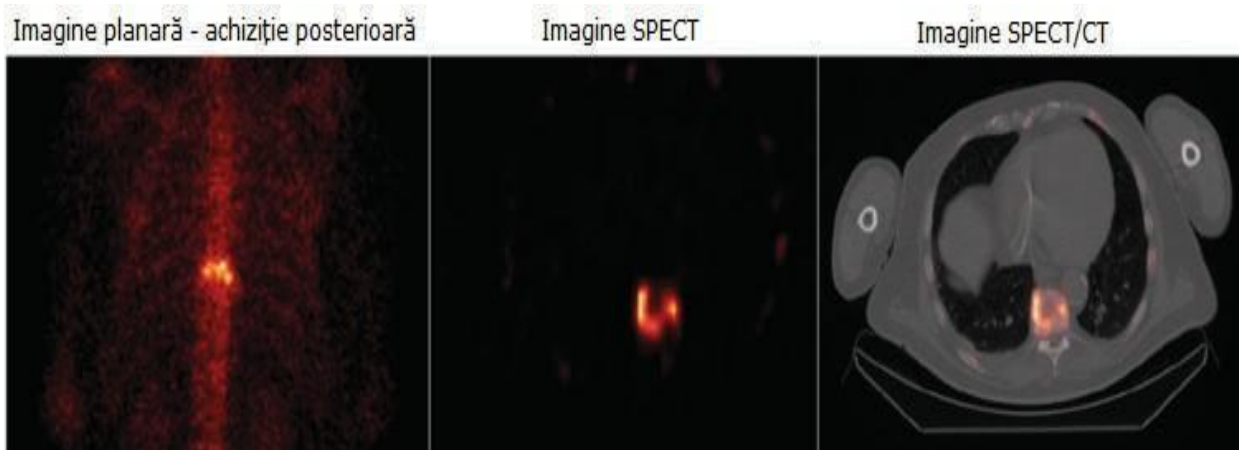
Imaginile prezintă avantajul unei imagini de fuziune (dreapta) în comparație cu o imagine posterioară planară (stânga) și o imagine SPECT (mijloc).
